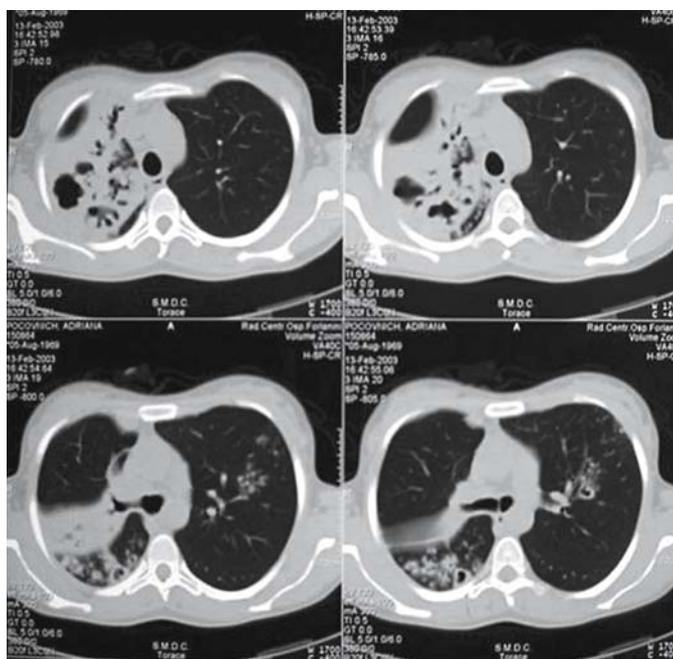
HRCT. Multiple opacità parenchimali escavate diffuse bilateralmente
